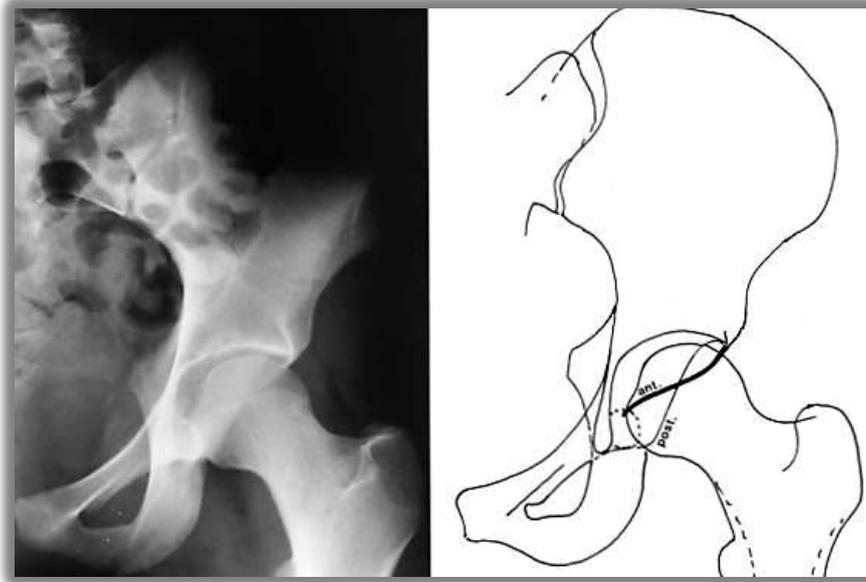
Radiographie et image des contours de l'acétabulum. Signe du croisement avec projection latérale de la partie proximale du bord antérieur de l'acétabulum par rapport au rebord postérieur⁶⁵.
